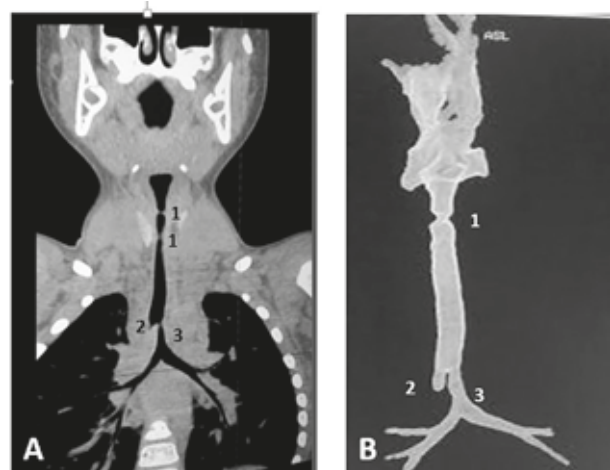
A Corte coronal de TC de tórax: presencia de doble membrana subglótica (1), bronquio traqueal derecho ciego (2) y estenosis traqueal distal (3) B: Broncoscopia virtual realizada mediante TC tórax: (1) estenosis subglótica, (2) bronquio traqueal derecho ciego, (3) estenosis traqueal
